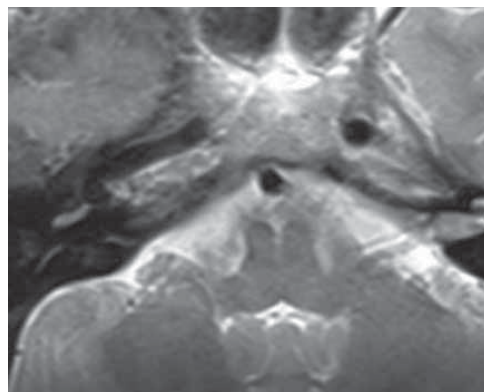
Магнитно-резонансная томография головы пациентки 46 лет с хористой левого внутреннего слухового прохода, аксиальная проекция. Выявлен гиперинтенсивный сигнал в области расширения внутреннего слухового прохода
